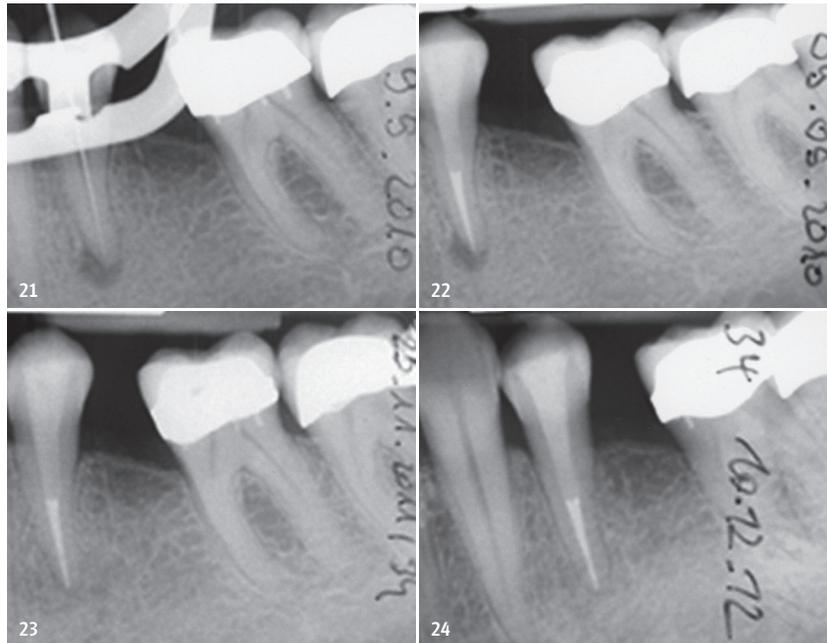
Apikale Parodontitis Zahn 34 wegen totaler Pulpanekrose, Single-visit-Behandlung September 2010, erste Röntgenkontrolle knapp 15 Monate post treatment: Verbesserung von PAI-Score 4 auf 1, zweite Kontrolle: gesunde Apikalregion.
